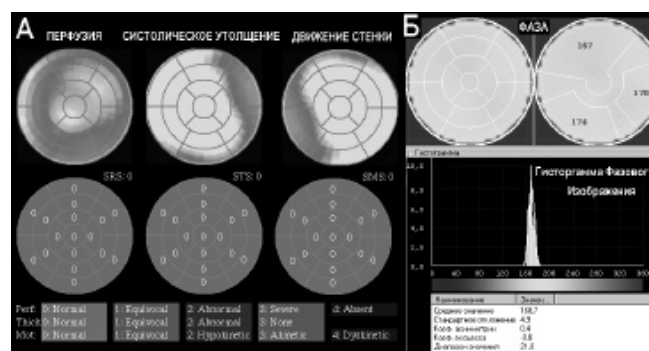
А — изображения перфузии, систолического утолщения, движения (в виде «бычьего глаза») в норме и их количественная оценка. Б — фазовые изображения с гистограммой этого изображения в норме.
